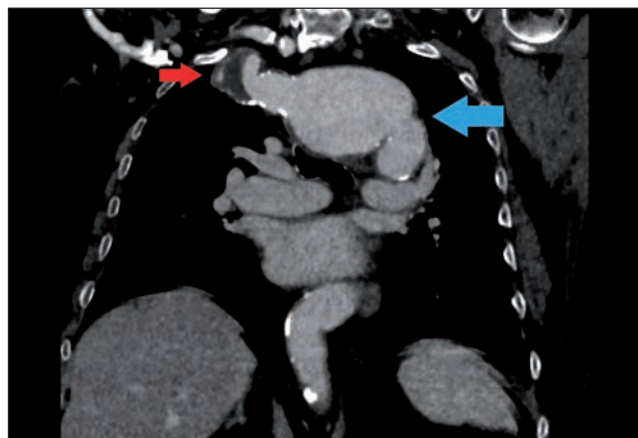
CT thorax angiography finds ARSA with a fusiform aneurysmal extension present from the origin from the aortic arch (Kommerell's diverticulum) with a maximum width of 55 mm and with the presence of a wall thrombus (18 mm) in the aneurysm extension.
